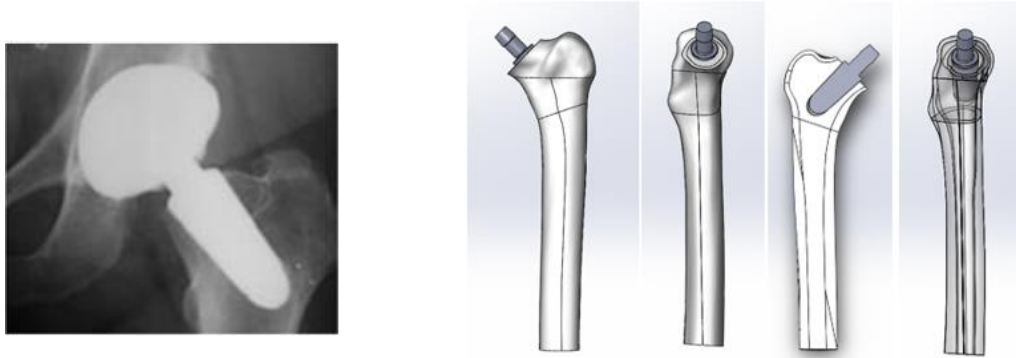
Radiografia e Implantação da haste Silent Hip no modelo femoral.
